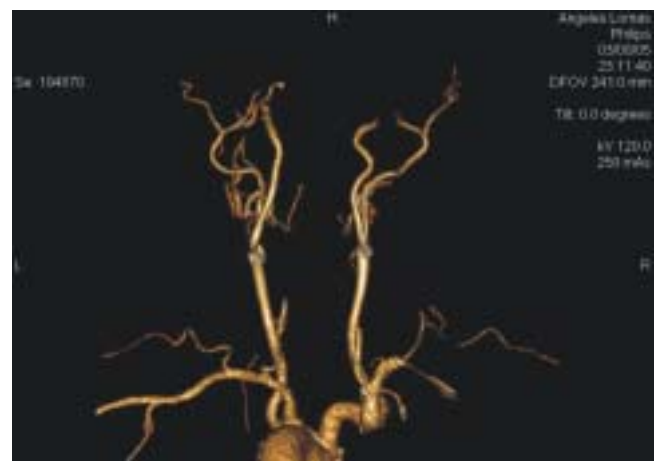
Angiotomografía de vasos carotídeos. Imagen en 3D (volumen render) que muestra estenosis carotídea bilateral con placas de ateroma calcificadas en la bifurcación y a nivel del bulbo carotídeo.
